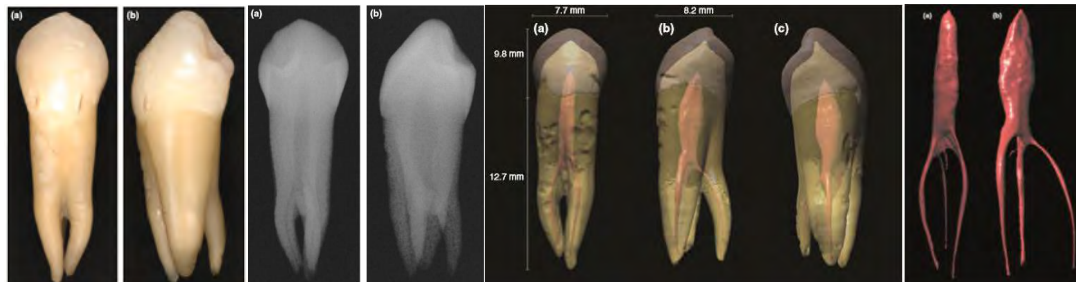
Primer premolar inferior derecho extraído (a) Vista vestibular (b) Vista mesial. Radiografía de primer premolar inferior derecho (a) Vista vestibular (b) Vista mesial. Tomografía micro-computarizada del primer premolar inferior derecho con sus longitudes (a) Vista vestibular, (b) Vista mesial, (c) Vista distal. Morfología pulpar del primer premolar inferior derecho (a) Vista vestibular (b) Vista mesial. (28)
